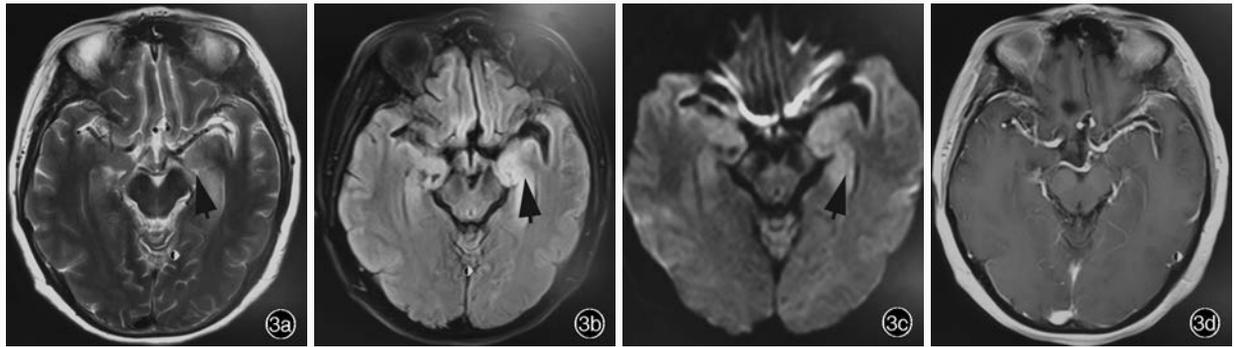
例3患者头部MRI检查所见 3a 横断面T<sub>2</sub>WI显示左侧颞叶深部海马和海马旁回高信号(箭头所示) 3b 横断面FLAIR成像显示左侧颞叶深部海马和海马旁回高信号(箭头所示) 3c 横断面DWI序列显示左侧颞叶深部海马和海马旁回稍高信号(箭头所示) 3d 横断面增强T<sub>1</sub>WI显示病灶无明显强化
